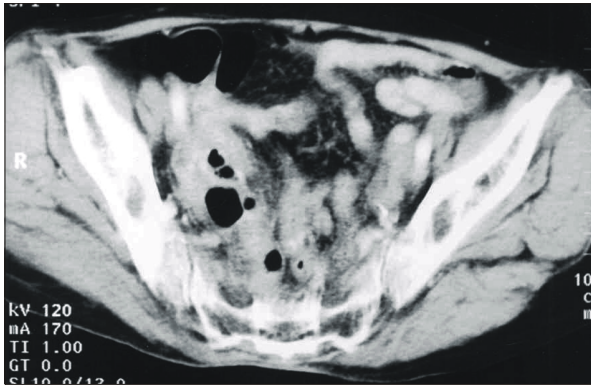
Abdomen and pelvic CT shows a 7×4 cm sized, poorly enhanced soft tissue lesion in right pelvic cavity.
